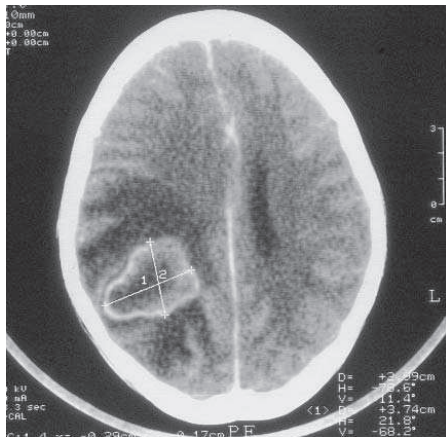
TDM en coupe axiale APC lésion temporo-pariétale droite charnue et kystique, prenant le contraste en anneau
